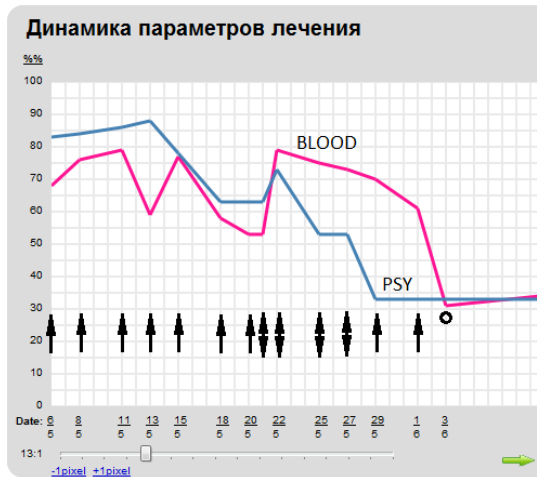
Слева - изменение адаптационного возраста пациента СТ. в ходе процедур инфузии озонированного физиологического раствора (отмечены одинарными стрелками) и глубокой транскраниальной магнитной стимуляции (dTMS) (отмечены двойными стрелками) по Лейкотесту (BLOOD) и Психотесту (PSY) , справа – изменение лейкоформулы этого же пациента в ходе курса лечения. Длительность курса DTMS отмечена жирной линией.
